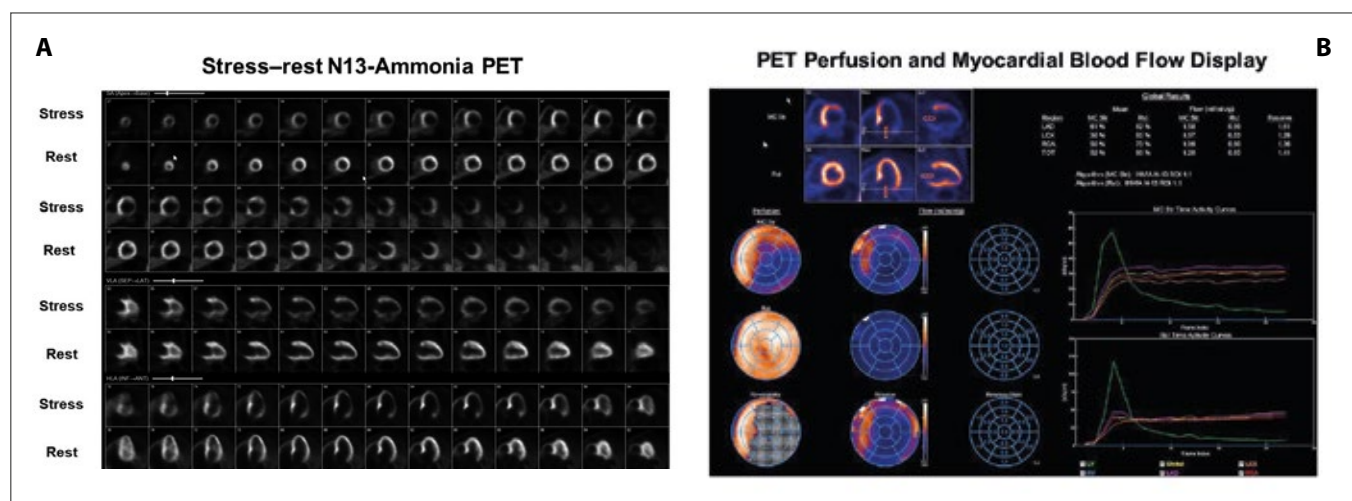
¹³N-ammonia PET in the evaluation of multivessel CAD. Value of hyperemic MBFs and MFR in an abnormal ¹³N-ammonia myocardial perfusion PET/CT study. A 54-year-old man with increasing chest pain during daily activities. He had previous percutaneous coronary intervention (PCI) with stent employment in the LAD. Cardiovascular risk profile with advanced obesity (body mass index of 41 kg/m²), dyslipidemia, and hypertension. (A): Regadenoson-stress and rest ¹³N-ammonia PET/CT images in corresponding short-axis (top), vertical long-axis (middle), and horizontal long-axis (bottom) slices. On stress-images, there is a large area of severely decrease in myocardial perfusion, involving the inferior and inferolateral walls extending to the antero-lateral, anterior, and apical wall segments but less in severity that becomes reversible on rest images. In addition, a transient ischemic dilation (TID) of 1.3 is noted on the stress-rest ¹³N-ammonia images indicative of diffuse ischemia-induced myocardial stunning. (B): Regional myocardial blood flow quantification (MBF) and myocardial flow reserve (MFR) calculation. The summarized quantitative data signify an impairment of hyperemic MBF in the LAD distribution (1.58 ml/g/min), but also and more pronounced in the LCx and RCA distribution (1.07 and 1.09 ml/g/min, respectively). Correspondingly, the MFR is abnormally reduced in all three major coronary territories, most pronounced in the LCs (1.29), followed by RCA (1.36), and LAD (1.61) distribution, respectively. Invasive coronary angiography (not shown) in this patient unraveled indeed severe multivessel CAD accounting for the observed diffuse ischemia. The proximal LAD had previous extensive stenting without significant stenosis, whilst the mid-portion of the LAD demonstrated a ≈ 90 –95% in-stent restenosis. The LCx demonstrated a 70% lesion in the posterolateral marginal branch, while in a dominant RCA, the posterior descending artery (PDA) was occluded.
